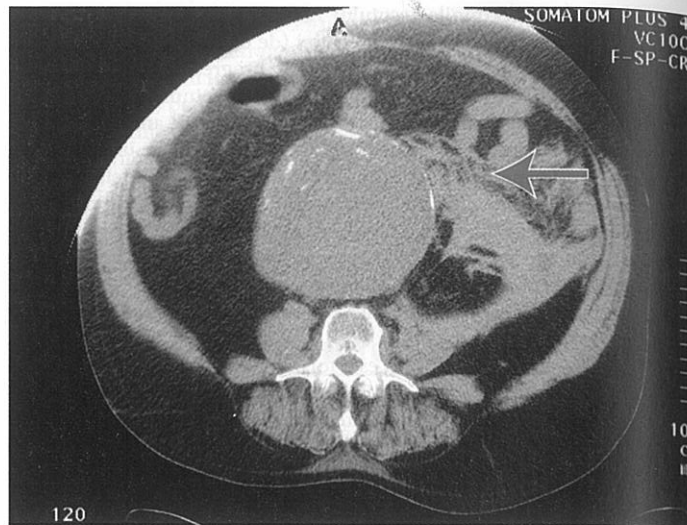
Imagine CT a unui pacient cu un anevrism de aortă abdominală de 12 cm. Calcificarea peretelui aortic se observă pe fața anterioară a anevrismului. Semne de hemoragie și inflamație adiacentă (săgeata) sunt observate în partea stângă a abdomenului.
